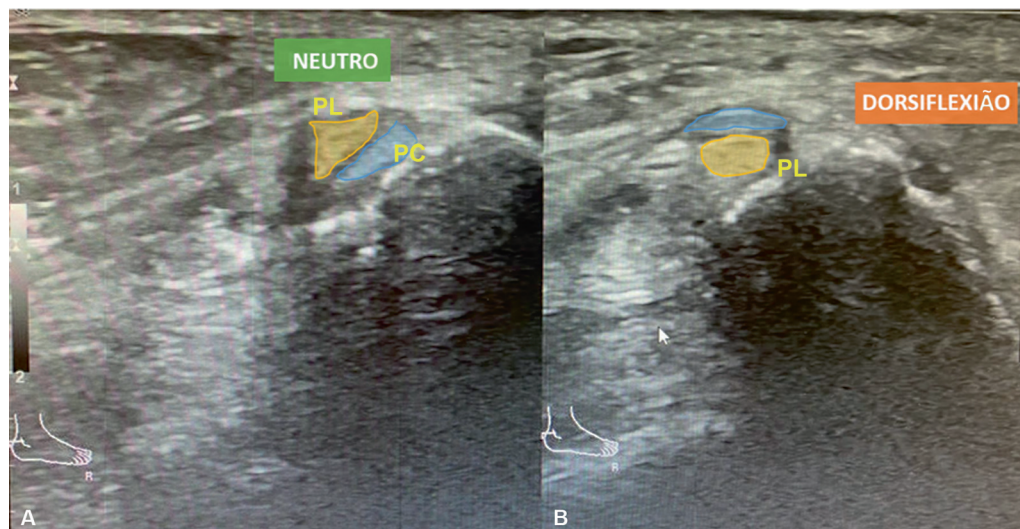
Ultrassonografia dinâmica diagnóstica do aspecto lateral do tornozelo mostrando a posição retromaleolar normal dos tendões fibulares em repouso (A) e subluxação intrabainha em dorsiflexão (B). Abreviaturas: PL, tendão fibular longo; PC, tendão fibular curto.
